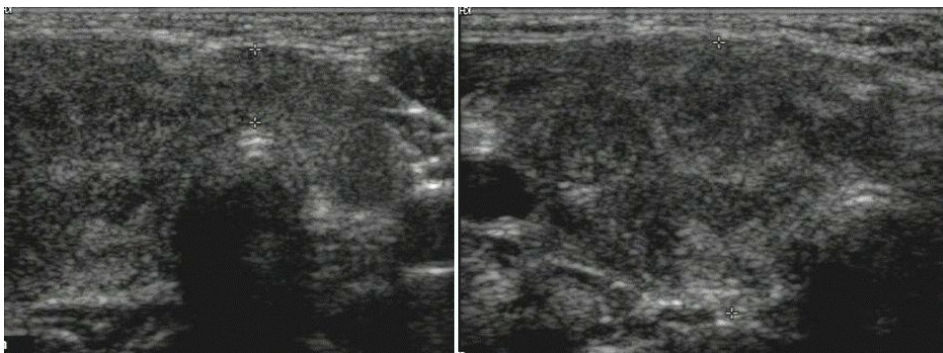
The thyroid sonography showed diffuse enlargement, generalized coarse echotexture, and ill-defined multinodularity on the right thyroid gland and isthmus.
